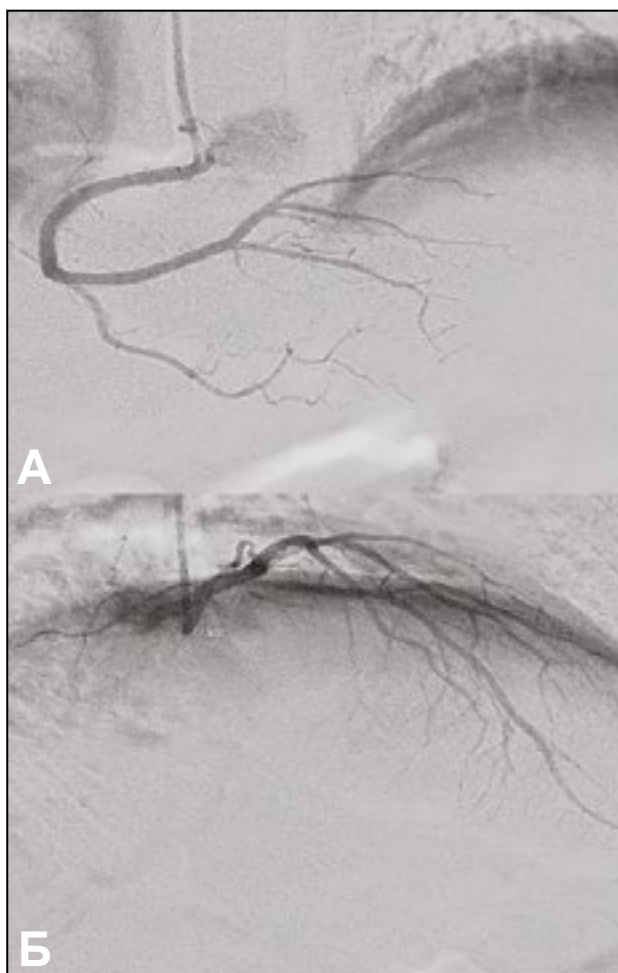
Оценка степени миокардиального свечения (Myocardial Blush Grade) после проведения реваскуляризации: А – оценка миокардиального свечения в контралатеральной неинфаркт-связанной артерии [правой коронарной артерии]; Б – оценка миокардиального свечения после реканализации в зоне инфаркт-связанной артерии [передняя межжелудочковая артерия]: определяется нормальное миокардиальное свечение (MBG 3), по своему характеру полностью сопоставимое со свечением, полученным в неинфаркт-связанной артерии, что косвенно свидетельствует о хорошей реперфузии миокарда в зоне реканализации
